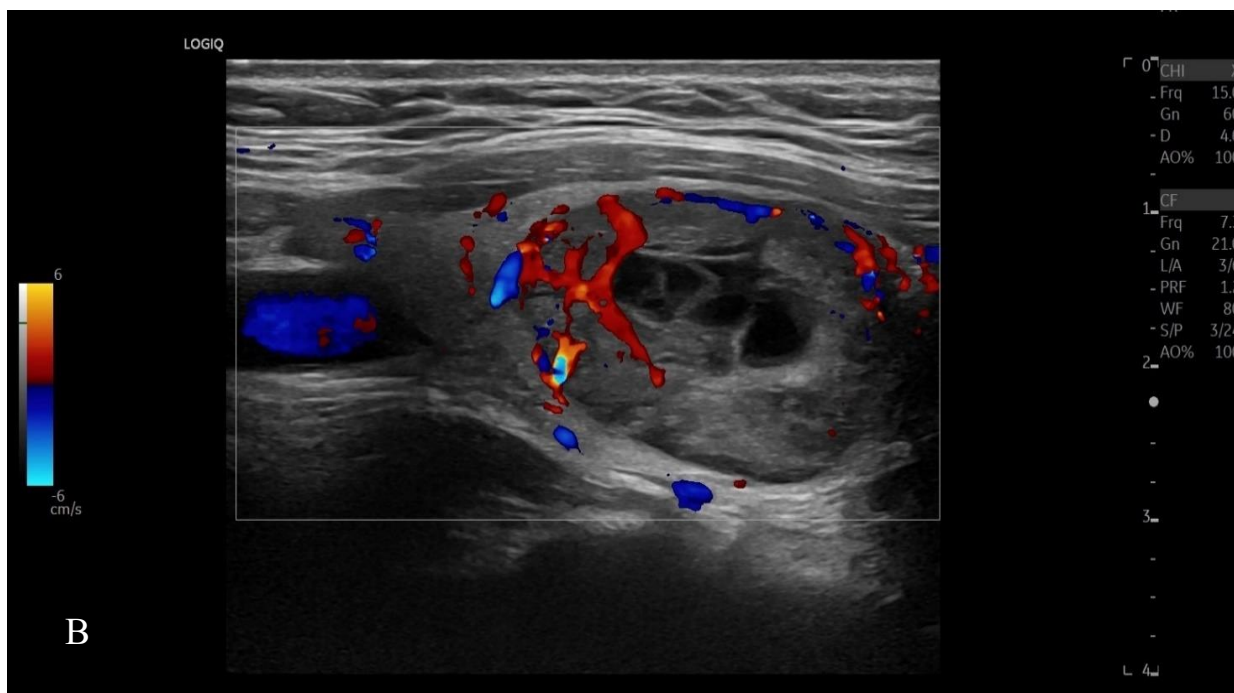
Imaginea ecografică al NT cu incluziuni lichidiene delimitate de țesut elastic (A) (săgețile indică calcificări liniare și punctiforme) și avasculare (B)
